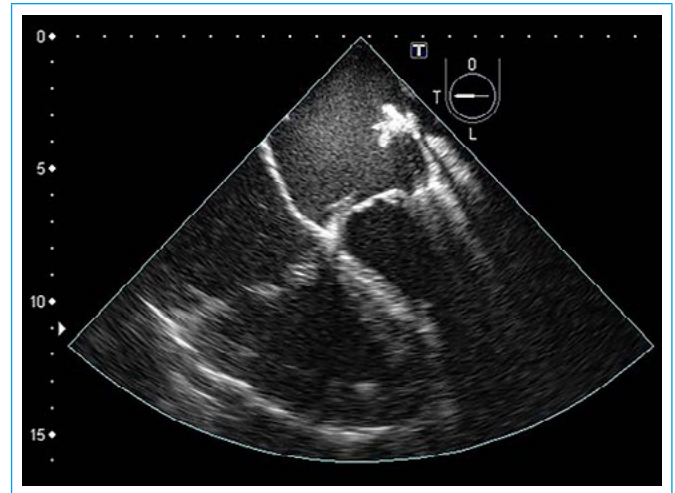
Ecocardiografía transesofágica intraoperatoria en donde se ve la corrección quirúrgica
